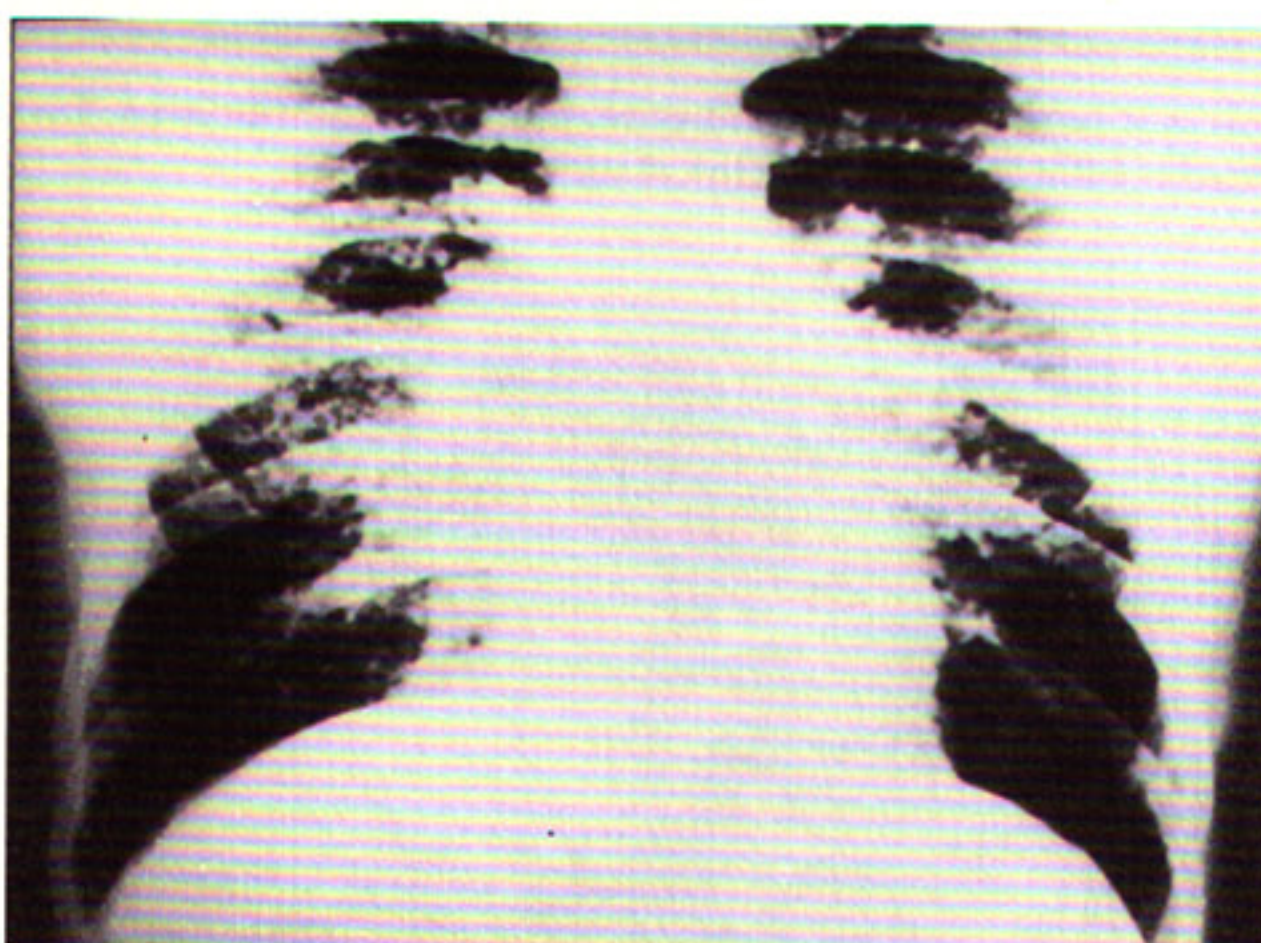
Radiografia de tórax em PA revela infiltrado intersticial, predominantemente, reticular, mais evidente em terços médios e superiores.
